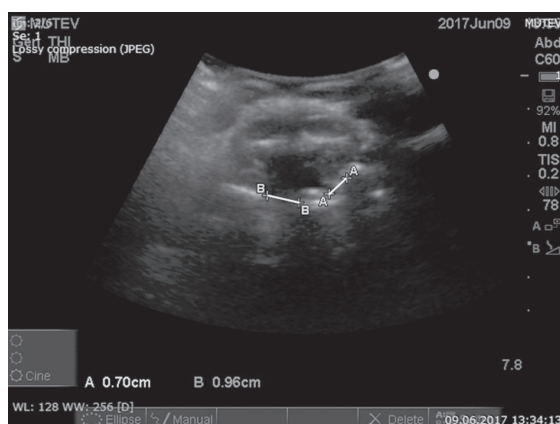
УЗИ шейного отдела позвоночника (визуализация зубовидного отростка C_{II} и боковых масс атланта). А–А — расстояние от края акустической тени левой боковой массы атланта до левого края акустической тени зубовидного отростка C_{II} ; В–В — расстояние от края акустической тени правой боковой массы атланта до правого края акустической тени зубовидного отростка C_{II} ; ширина щели атлантоаксиального сустава слева (расстояние А–А) — 7 мм, справа (расстояние В–В) — 9,6 мм
